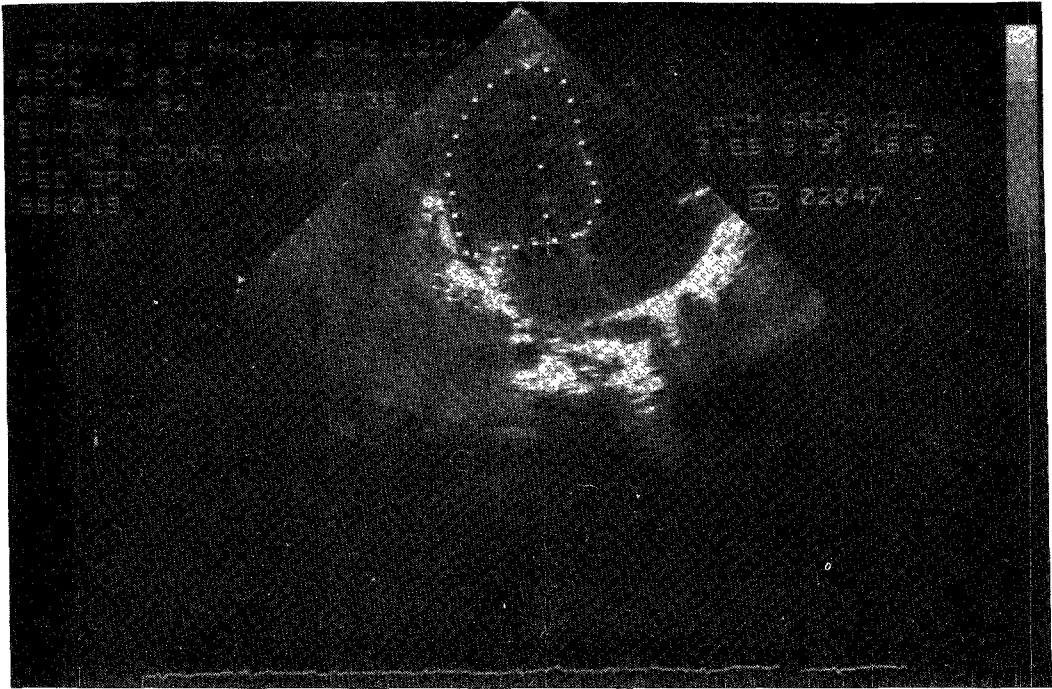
Estimation of End-diastolic volume by 2D Echocardiography.
